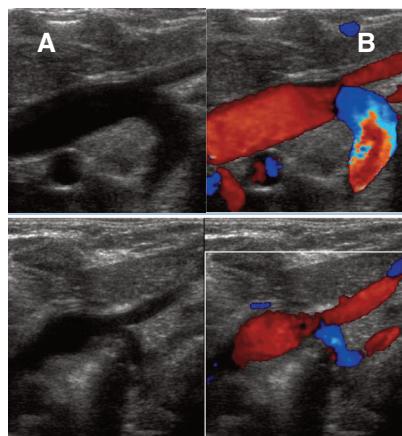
All'ecocardiografia A-B evidenza di aorta ascendente con arco aortico destroposto, dominante, con la sua diramazione del tronco brachiocefalico; C-D presenza di un secondo arco aortico sinistro, ipoplásico, con diramazione della arteria suclavia sinistra.
